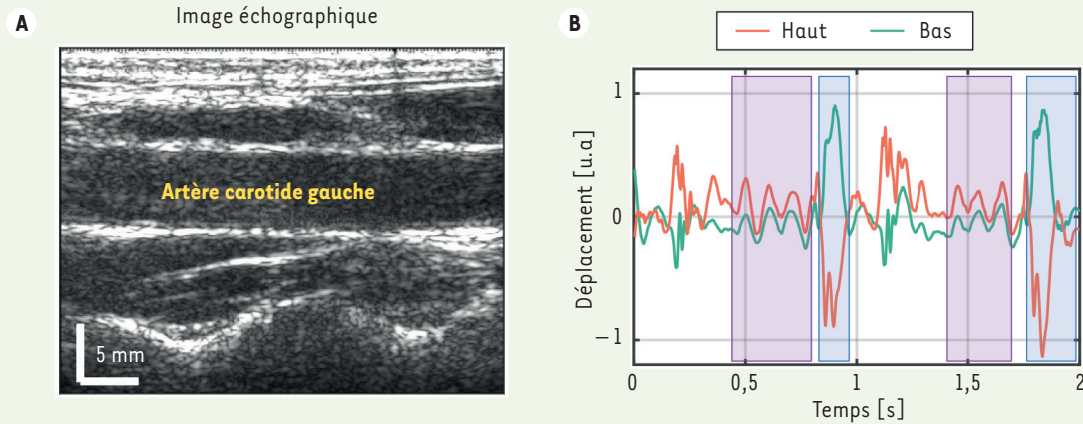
Enregistrement sur l'artère carotide gauche humaine. A. Observation du déplacement des parois de l'artère carotide à l'aide d'un échographe (barre d'échelle: 5 mm). B. Signaux de déplacement des parois opposées, désignées par « haut » (en rouge) et « bas » (en vert), mettant en évidence des instants où l'onde de pouls est symétrique (zones colorées en bleu), et d'autres instants où elle est antisymétrique (zones colorées en violet). u.a. : unités arbitraires.
